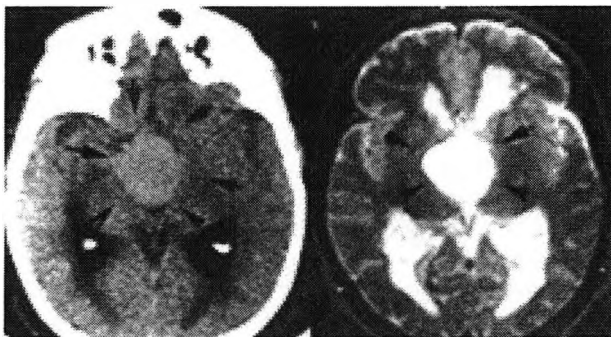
En la TAC (a la izquierda) el craneofaringioma aparece redondeado, homogéneo, hiperdenso e hipercaptante. Las mismas características pueden ser apreciadas con mayor facilidad en la RMN de la derecha. Lo peculiar de esta lesión es su ubicación suprasellar.
